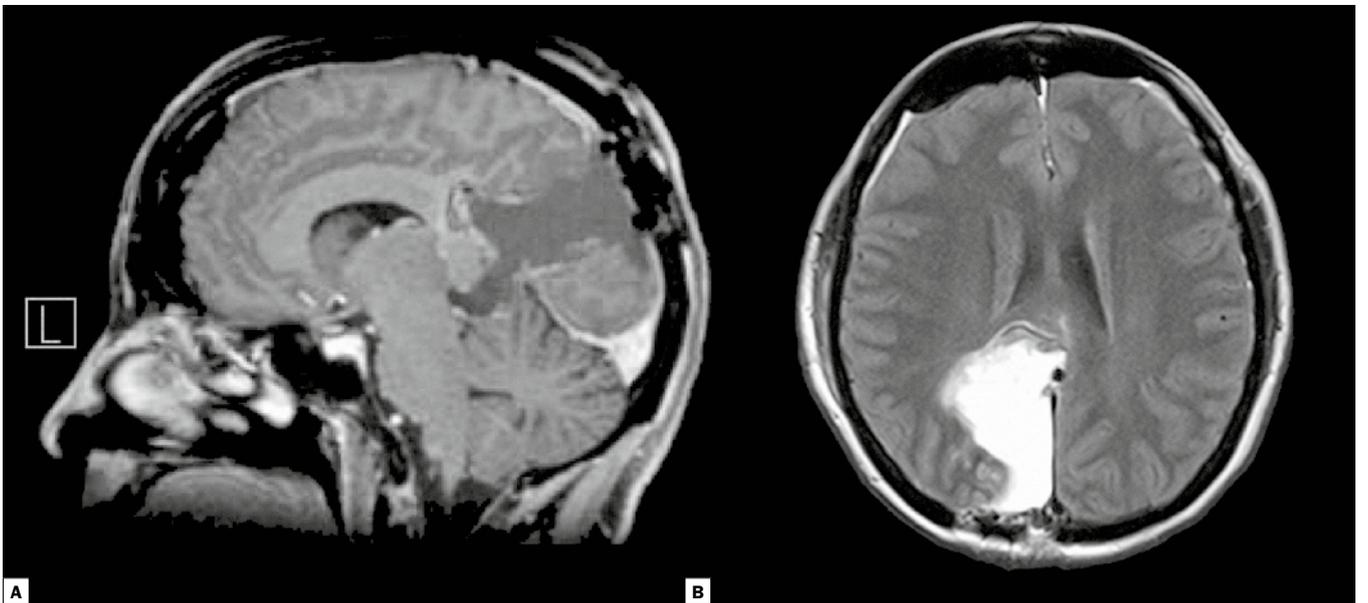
Postoperatives MRT A) sag. MRI T1 + KM, B) ax. FLAIR
